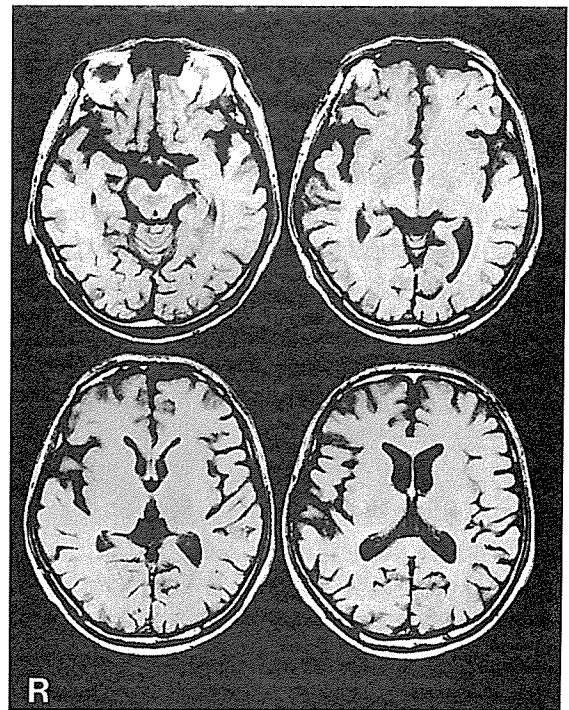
MRI 水平断像 (TR600 ms/TE15 ms)
